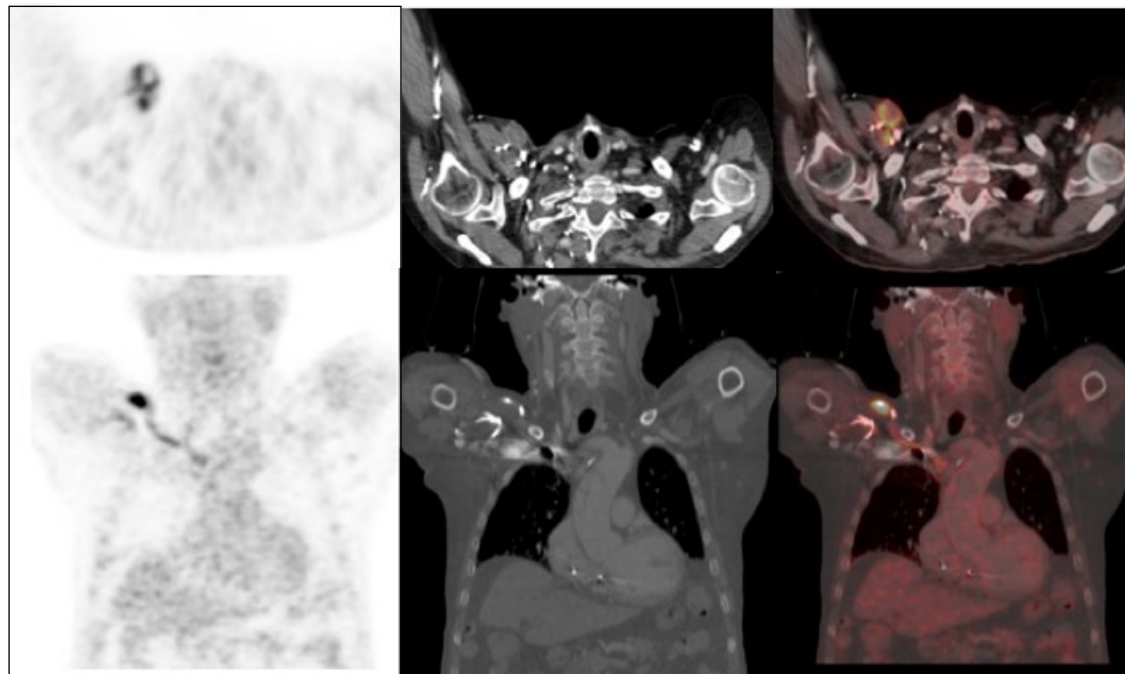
Paciente de 73 años con sospecha de infección asociada a CIED. Antecedentes de marcapasos definitivo. Se observa captación heterogénea focal, de 18F-FDG en bolsillo (SUVmax: 12.7) y cables endocavitarios compatibles con proceso infeccioso. CIED: Dispositivos electrónicos implantables cardíacos.
